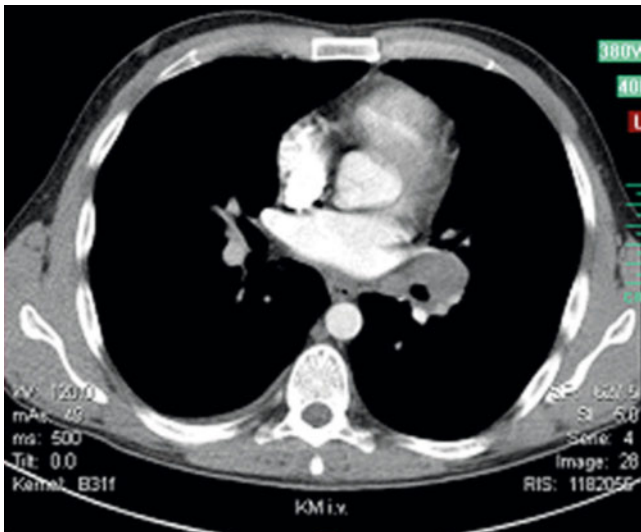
CT Thorax - mediastinale Lymphknoten.
